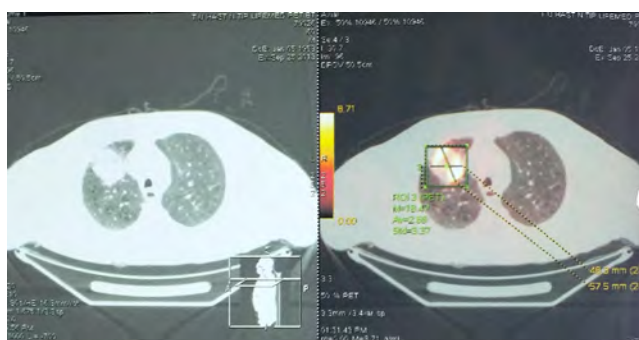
Malign lesion in right upper lobe anterior segment on PET-CT
